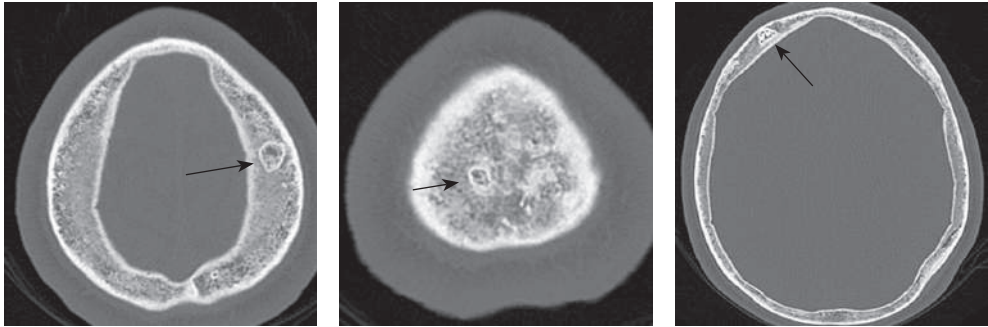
КТ-сканы черепа отца пробанда, демонстрирующие поражения костей свода черепа в виде пончика
